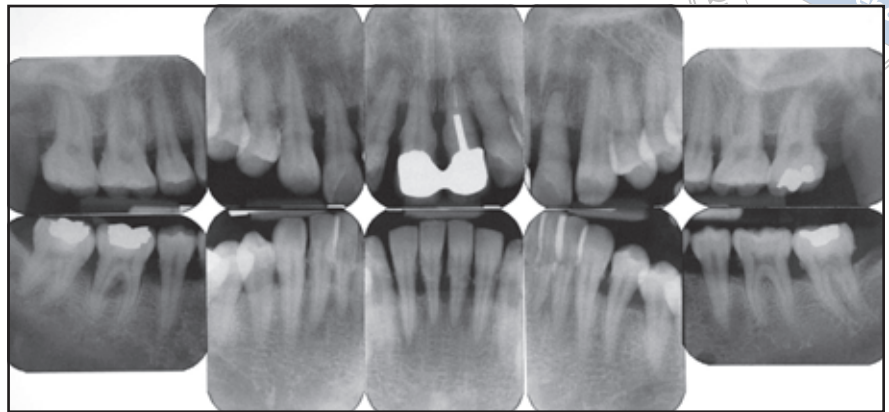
Die intraoralen Röntgenaufnahmen bei Studienbeginn zeigten eine mittelschwere bis schwere Zerstörung des Alveolarknochens, vor allem im Frontzahnbereich.
